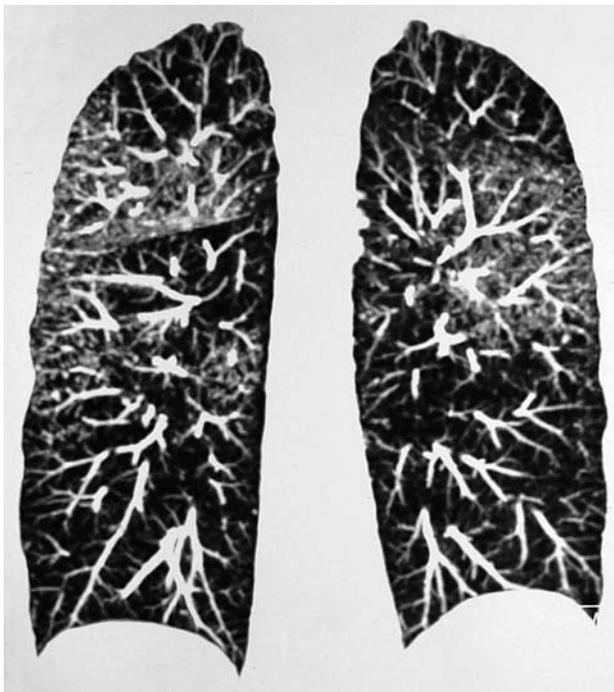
Реконструктивная КТ больного саркоидозом легких, III стадия.
